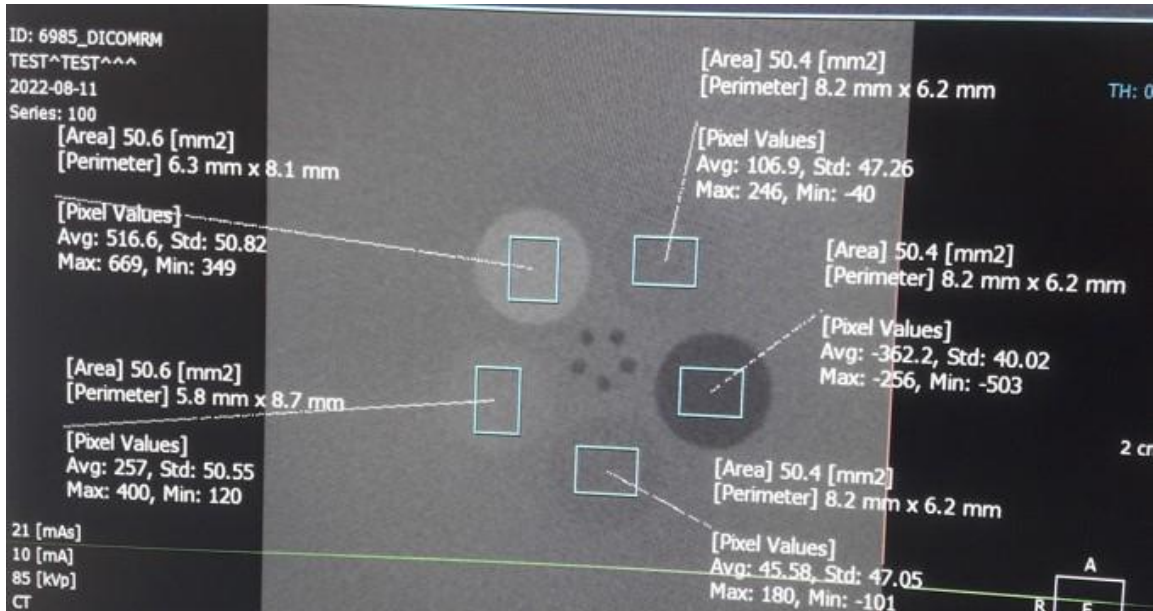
Αξιολόγηση της διακριτικής ικανότητας χαμηλής αντίθεσης του απεικονιστικού συστήματος τομογραφίας κωνικής δέσμης με τη βοήθεια του οδοντιατρικού ομοιώματος Pro-dent CT MINI που περιλαμβάνει πέντε προοδευτικά αυξανόμενες κυκλικές οπές
